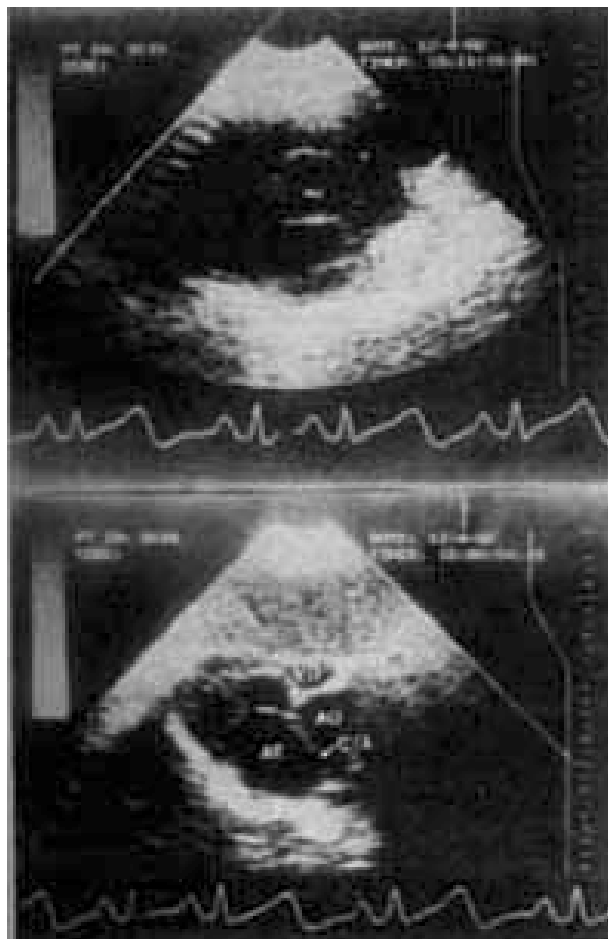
Ecocardiograma bidimensional do caso 1. Notar o ventrículo direito (VD) de dimensões reduzidas e com seu endocárdio liso; artéria pulmonar (P) e ramos de diâmetro reduzido; átrio esquerdo (AE) aumentado; valva mitral e tricúspide espessadas; o defeito alto do septo atrial (CIA).
